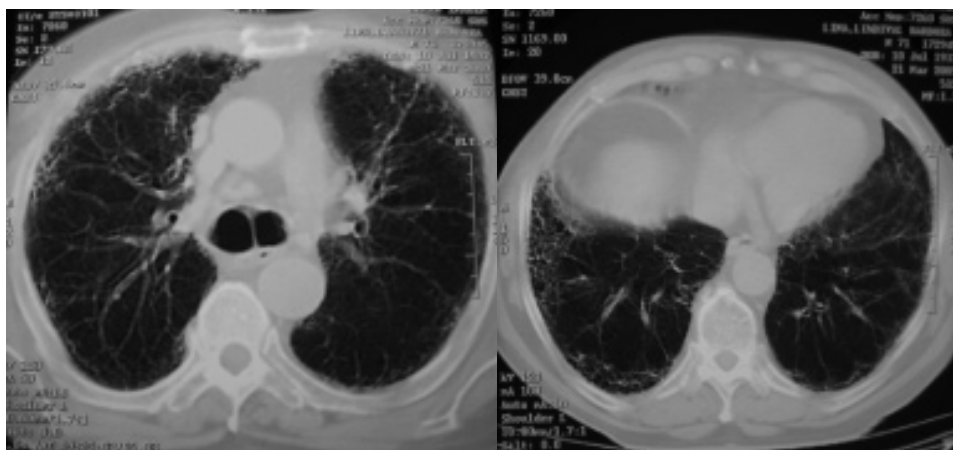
TC de Tórax: espessamento dos septos inter e intralobulares com estrias densas associadas na periferia de ambos os pulmões, distorcendo a sua arquitetura normal; espessamento pleural bilateral.
